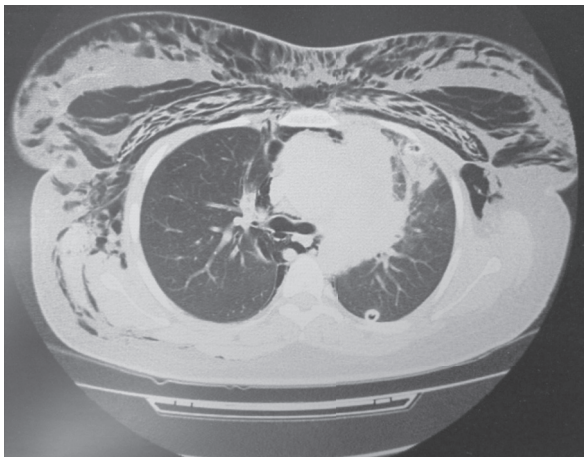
КТ-ознаки пневмомедіастинуму.
